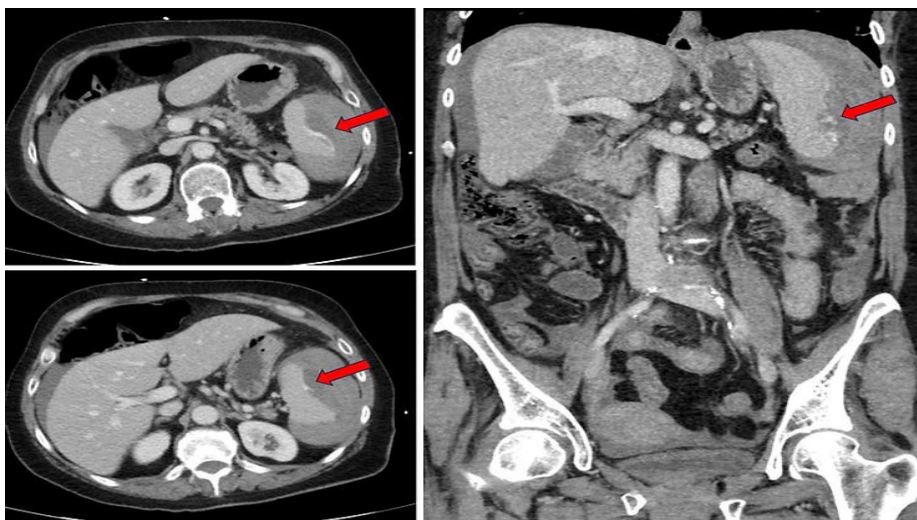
CT e barkut dhe pelvisit me kontrast që tregon ekstravazacion të kontrastit intra-venoz nga shpretkja (shigjeta të kuqe). Shihen gjithashtu hematoma pranë shpretkës dhe mëlçisë. (Brennan P, et al. Contrast-enhanced CT in splenic trauma: identification of active hemorrhage./https://www.globalradiologycme.com/single-post/splenic-trauma-with-contrast-extravasation)
